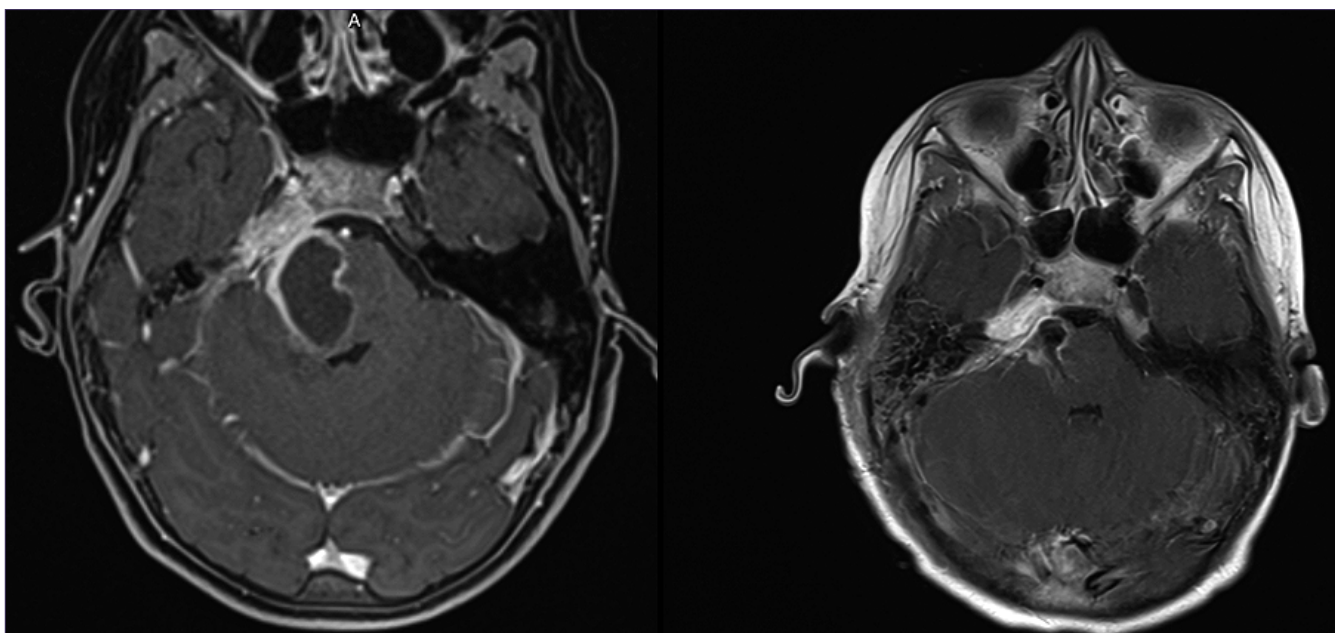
Absceso cerebello-pontino derecho pre y post-operatorio en imagen de Resonancia Magnética contrastada con gadolinio.
